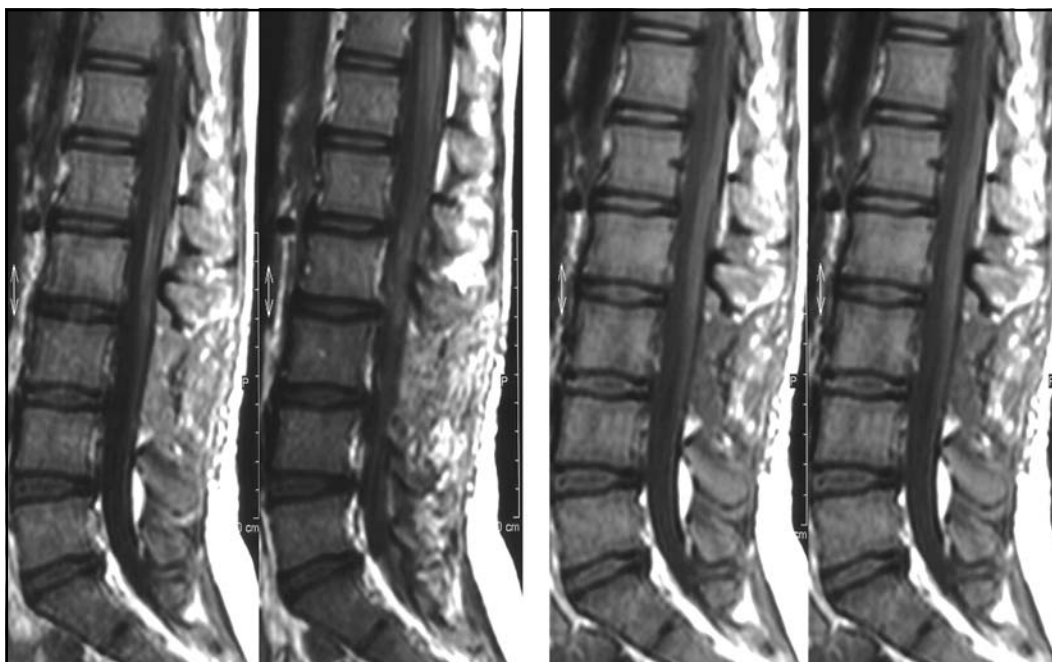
RM coluna lombo-sacra, corte sagital em T1, antes e após a injeção de gadolínio, evidenciando projeção de manipulação cirúrgica; saco dural bem posicionado, sem sinais evidentes de lesão intra e/ou extradural.
